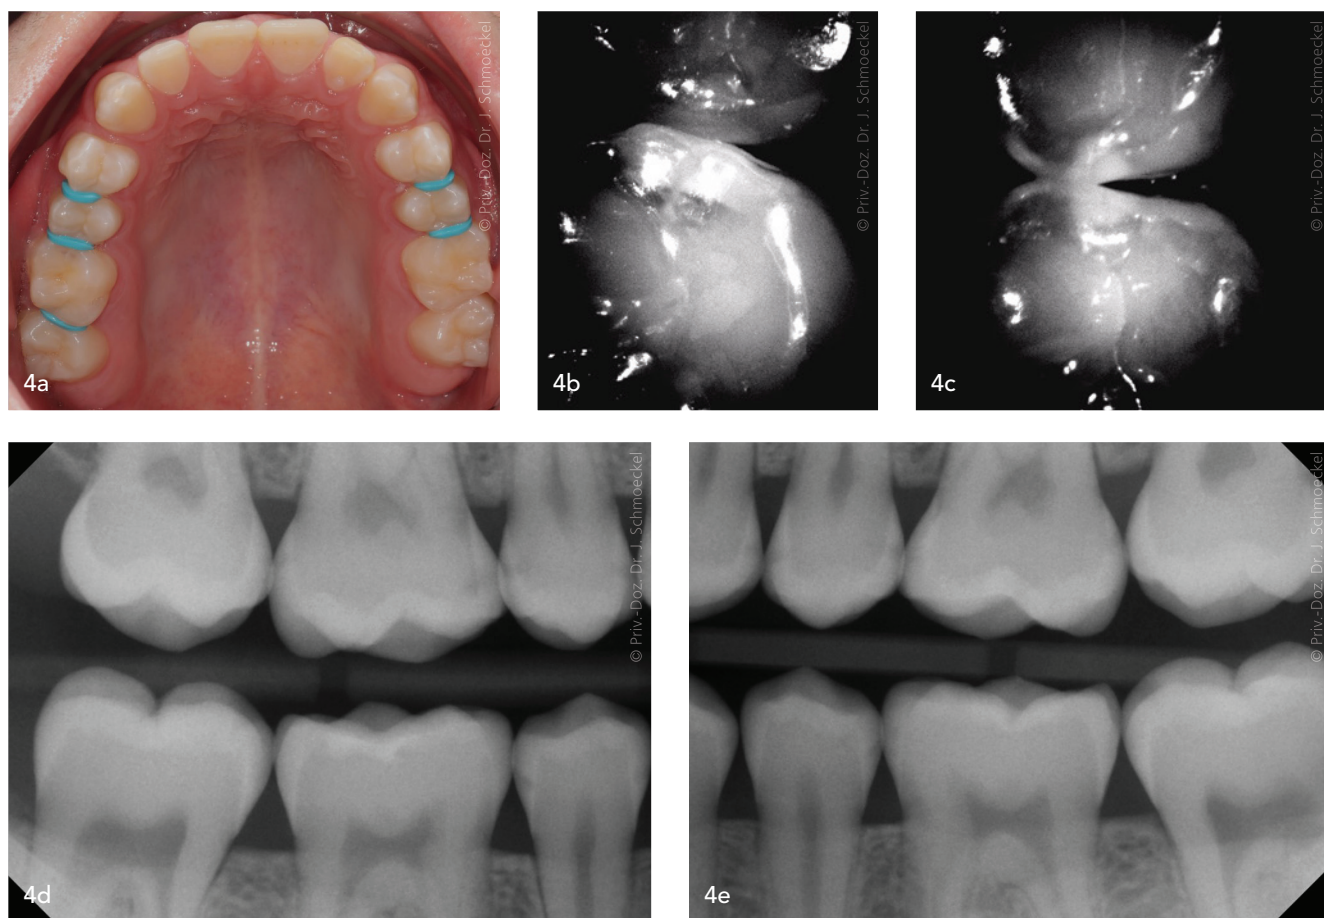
Bei der klinischen Untersuchung (a) lag bei diesem „scheinbar“ gesunden jugendlich permanenten Gebiss der Verdacht auf eine kariöse Läsion Regio 16 mesial vor. Approximalkaries ist typisch für diese Altersgruppe, insbesondere mit der Historie einer KFO-Therapie. Daher wurde die klassische visuelle Inspektion ergänzt durch die Untersuchung mittels DIFOTI (hier Dürr Dental VistaCam iX HD Smart), womit für Zahn 16 eine kariöse Läsion bis knapp über die Schmelz-Dentin-Grenze (b), und auch u.a. an den Zähnen 14 und 15 (c) Initialkaries zu detektieren war. Die röntgenologische Untersuchung bestätigte dies: So sind auf den Bissflügelaufnahmen (d/e) in nahezu allen Approximalräumen kariöse (Schmelz-) Läsionen (E1-, E2-, D1-Läsionen) zu befunden und damit Maßnahmen der Sekundärprävention zwingend erforderlich, u. a. konnte die Integrität der Oberfläche der approximalen kariösen Läsionen nach Applikation (a) bzw. Entfernung der orthodontischen Separiergummis nach ca. 2 Stunden evaluiert (nicht kavitiert) und ein Fluoridlack flächenspezifisch aufgetragen werden. Für die nicht kavitierte Läsion 16 sind ggf. weitergehende therapeutische Maßnahmen zu berücksichtigen (z. B. Kariesinfiltration).
